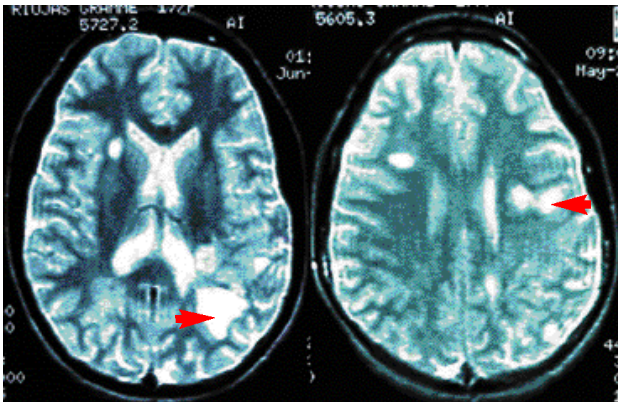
IRM de cerebro (vista axial en T2) con lesiones hiperintensas en corteza parietal y parieto-occipital izquierda (flechas) además de sustancia blanca, (caso 4).
